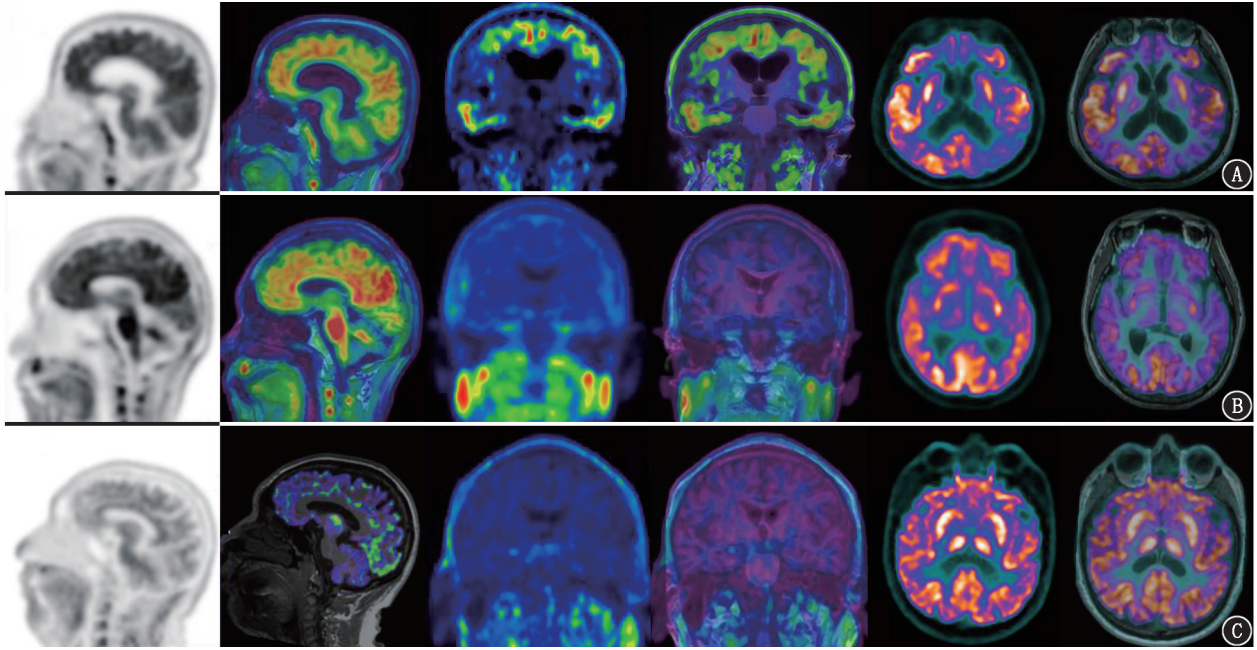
阿尔茨海默病 (AD) 患者 (A)、轻度认知障碍 (MCI) 患者 (B) 和健康对照 (HC) 者 (C) 的 3 种显像剂典型例图 [从左至右依次为同一受试者的 <sup>18</sup>F-氟贝他吡 (AV45) PET 图、<sup>18</sup>F-AV45 PET/MR 融合图、<sup>18</sup>F-PI-2620 PET 图、<sup>18</sup>F-PI-2620 PET/MR 融合图、<sup>18</sup>F-FDG PET、<sup>18</sup>F-FDG PET/MR 融合图]。A. AD 患者, 女, 75 岁, 大脑皮质内 β-淀粉样蛋白 (Aβ) 明显弥漫性沉积 (楔前叶为著), tau 蛋白明显弥漫性沉积 (双侧颞、颞叶为著), FDG 代谢在双侧颞、顶叶明显减低 (左侧为主); B. Aβ 阳性的 MCI 患者, 女, 69 岁, Aβ 明显弥漫性沉积 (楔前叶为著), 未见 tau 蛋白明显异常沉积, FDG 代谢在左侧颞叶略减低; C. HC 受试者, 男, 69 岁, 未见 Aβ 明显异常沉积, 未见 tau 蛋白明显异常沉积, FDG 代谢未见明显异常减低
